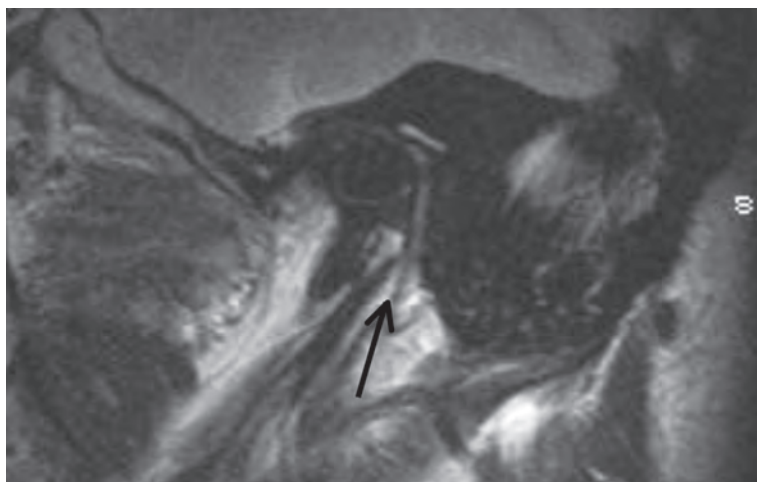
Le nerf facial (flèche) émergent du foramen stylo-mastoïdien sur une IRM sagittale.
